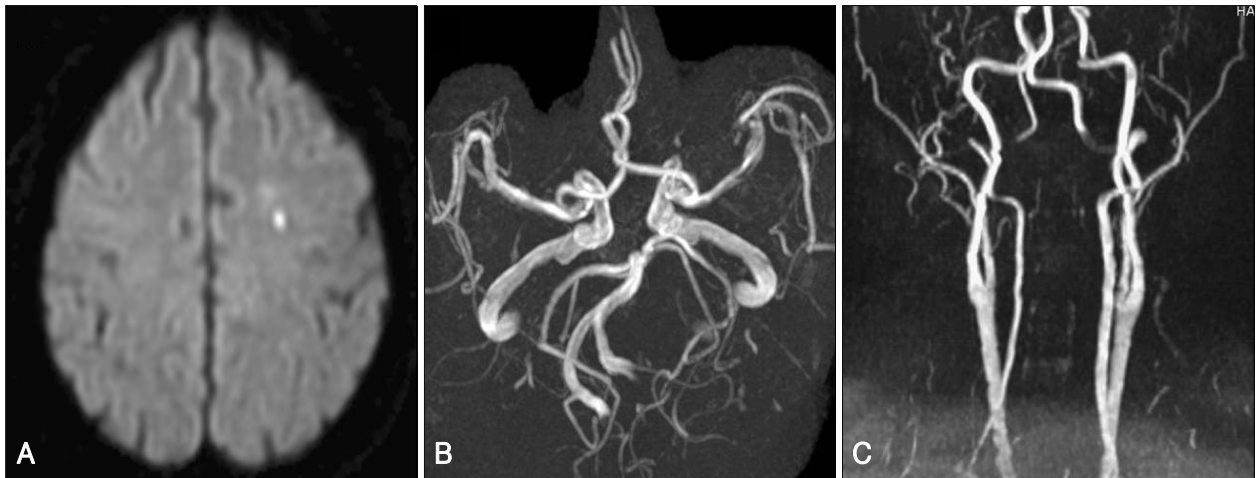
Brain magnetic resonance (MR) images on the first admission. A: Diffusion-weighted image shows a small acute infarction in the left centrum semiovale. B: MR angiography shows luminal irregularity in the proximal segment of left middle cerebral artery. C: No significant abnormality is noted in the neck vessels on both sides on MR angiography.
